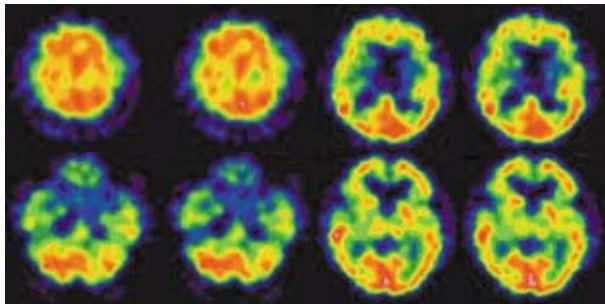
Tc-99m HMPAO brain perfusion SPECT shows moderate to severe decreased perfusion on both fronto-parieto-temporal lobe, right basal ganglia, right thalamus, right occipital area and left cerebellar area in patient with right internal capsule genu infarction.
